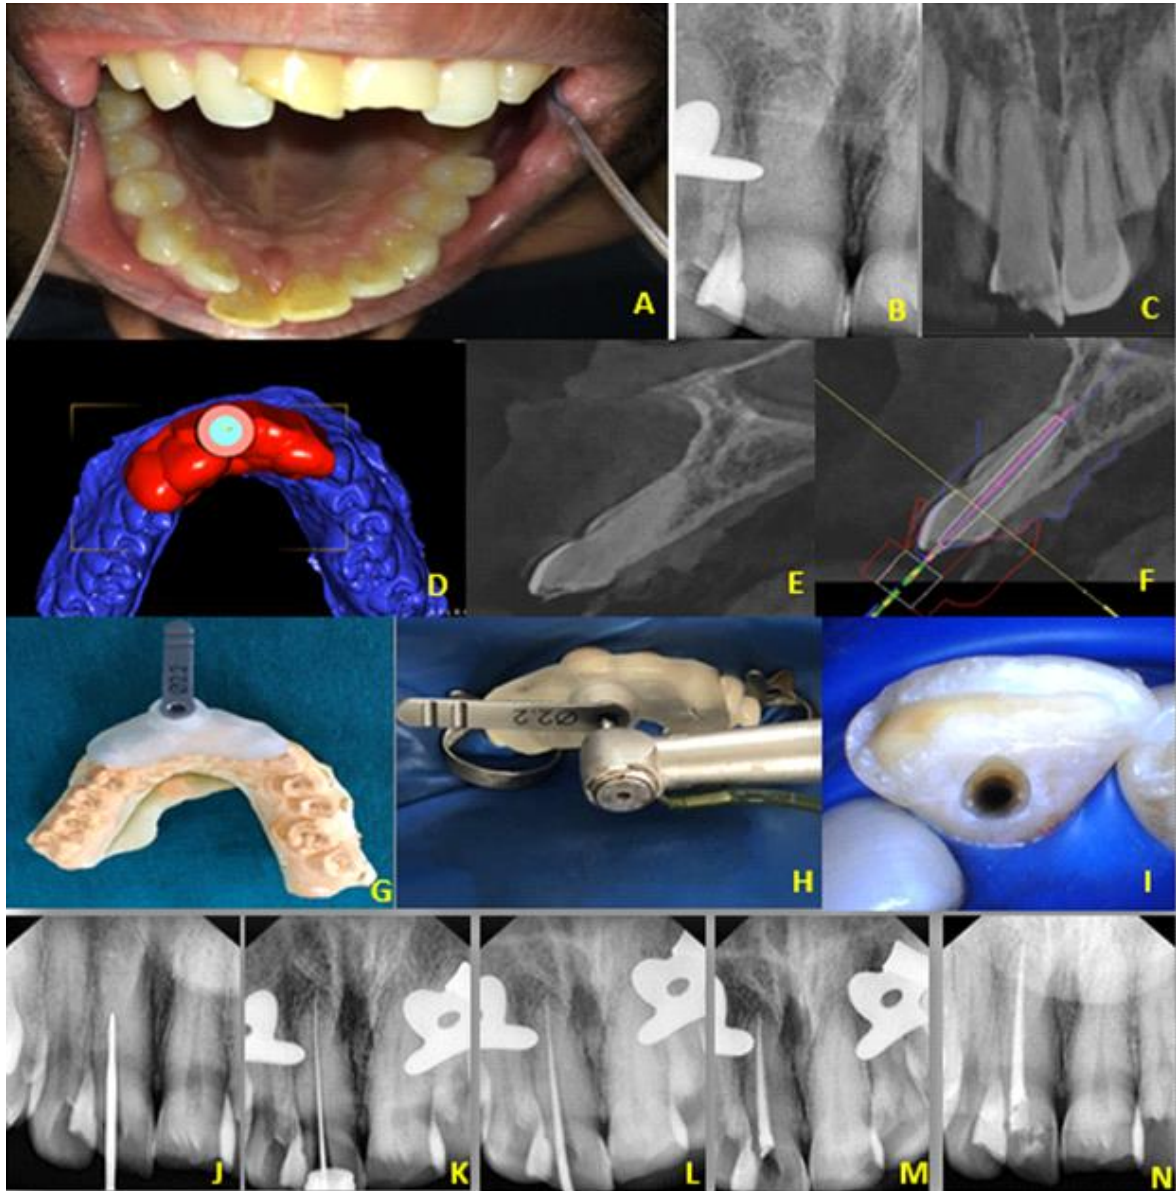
Caso clínico relatado pelos autores: A) fotografia intraoral; B) RX periapical; C) Imagem tomográfica corte coronal; D) Imagem virtual da guia; E) Imagem tomográfica no corte sagital; F) planejamento virtual do trajeto da broca; G) fotografia da guia endodôntica em acrílico; H) fotografia da etapa cirúrgica de perfuração com a broca; I) Fotografia vista incisal do dente acessado; J) RX periapical com a broca dentro do canal; K) RX periapical com a lima intracanal; L) rx periapical da prova do cone de Guta-percha; M) RX periapical após corte da Guta-percha; N) RX periapical final da terapia endodôntica.
